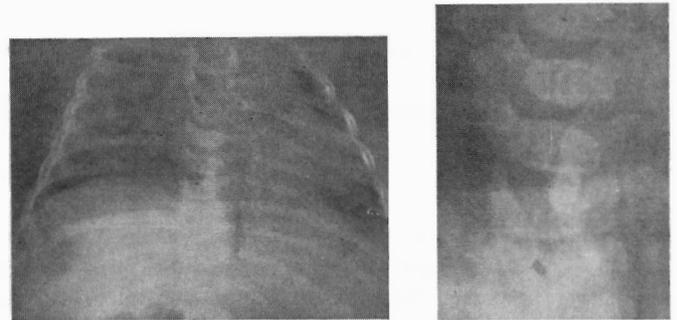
Telerradiografia do esqueleto onde se observam hemivértebras (pormenor à direita).
